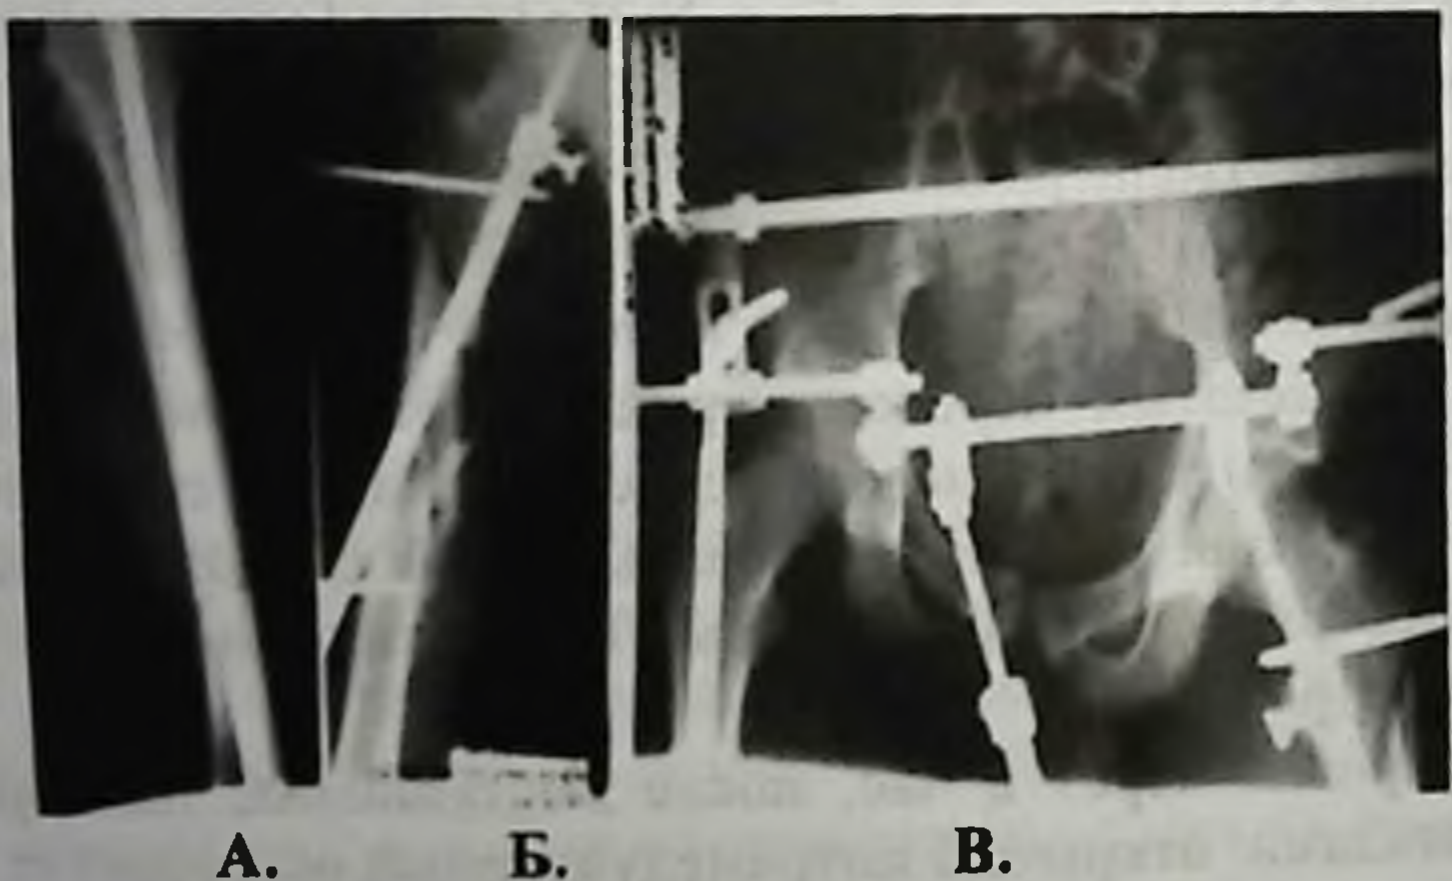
Рентгенограмма больного М. после операции
